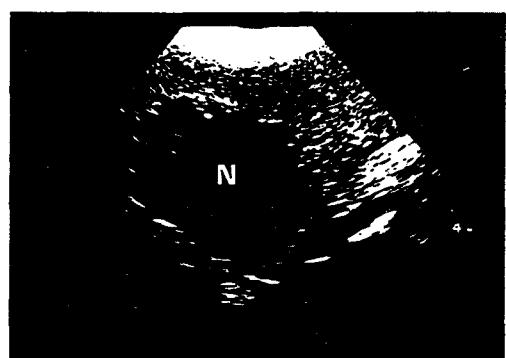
둥글고 균질한 저에코의 매스(N)를 나타내는 비장의 초음파상으로, 조직학적 검사결과, 결절성 증생으로 밝혀졌다.
